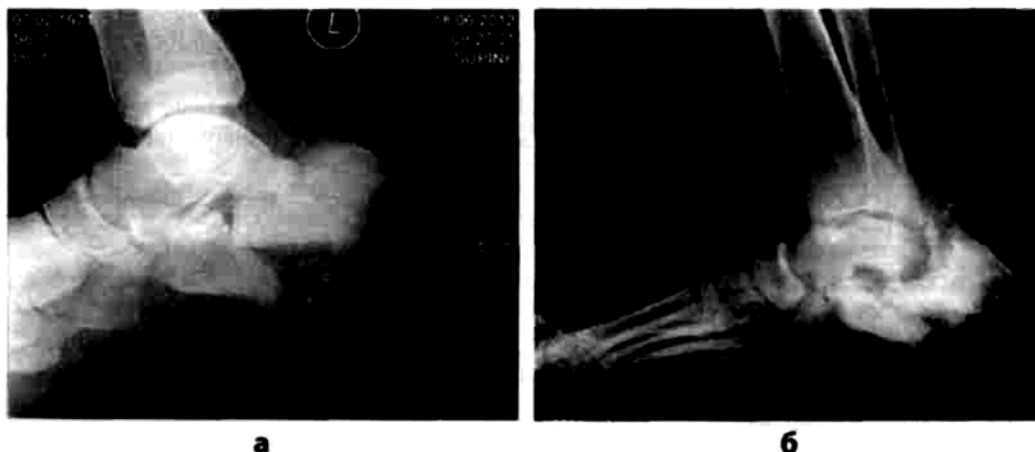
Рентгенограммы пациентки Б., 40 лет, до и после хирургического лечения
